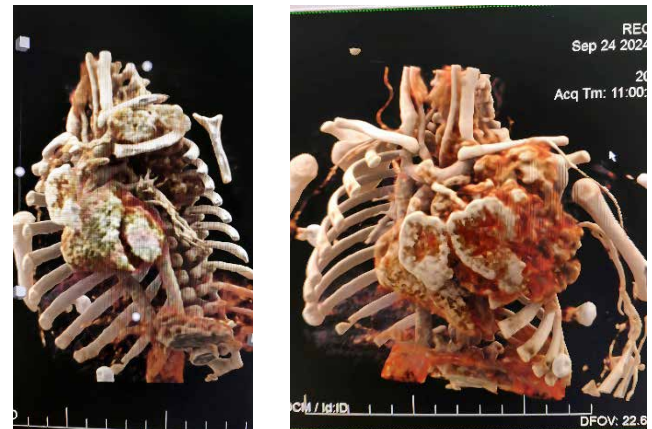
Комп'ютерна томографія грудної порожнини/легень, ангіографія судин грудної порожнини; аортографія з внутрішньовенним контрастуванням.
